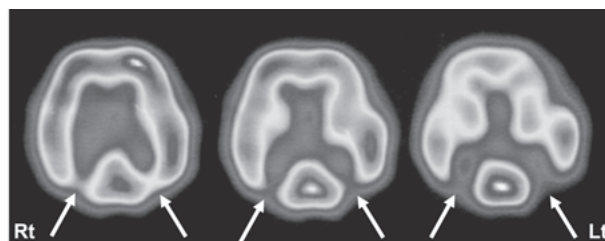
脳血流 SPECT ( $^{99m}\text{Tc}$ -ethyl cysteinate dimer) 両側頭頂葉・後頭葉分水嶺に血流低下を認める。
